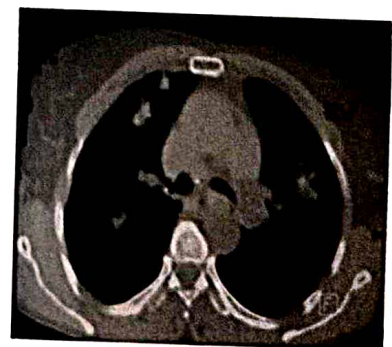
TDM thoracique de contrôle sans injection de produit de contraste montrant une stabilisation des nodules parenchymateux pulmonaires après traitement par corticothérapie
